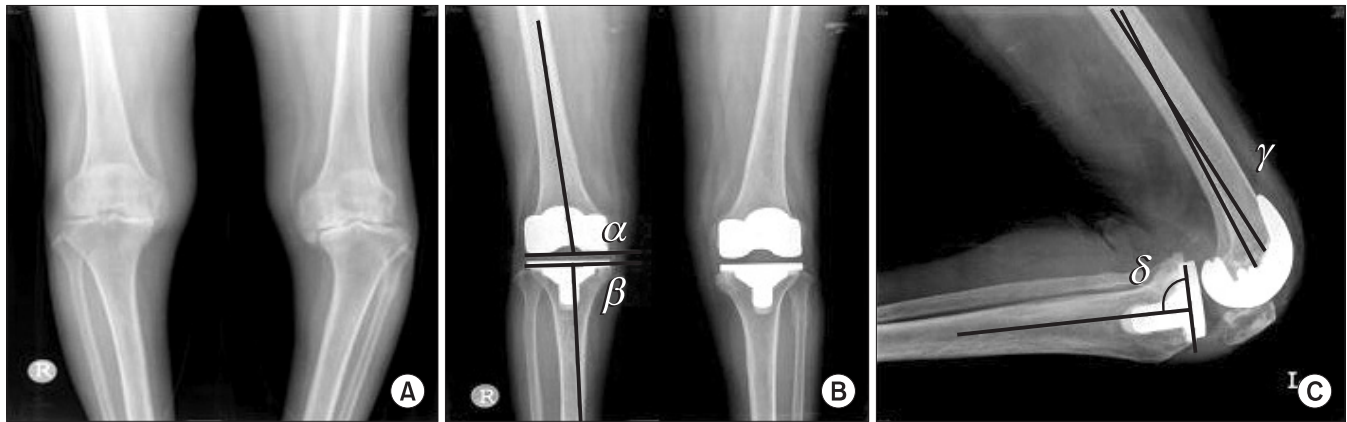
A 72-year-old female showed (A) advanced osteoarthritis on both knees with left knee subluxation. She underwent Lospa total knee arthroplasty and demonstrated well positioned implants. (B) The α angle was measured between the parallel to the femoral condyles and a line drawn along the femoral shaft axis. The β angle was calculated between the parallel to the tibial metal baseplate and a line drawn along the tibial axis shaft. (C) Whereas sagittal tibial δ and femoral γ angles were measured on lateral knee radiographs with the patient lying and the knee flexion.
